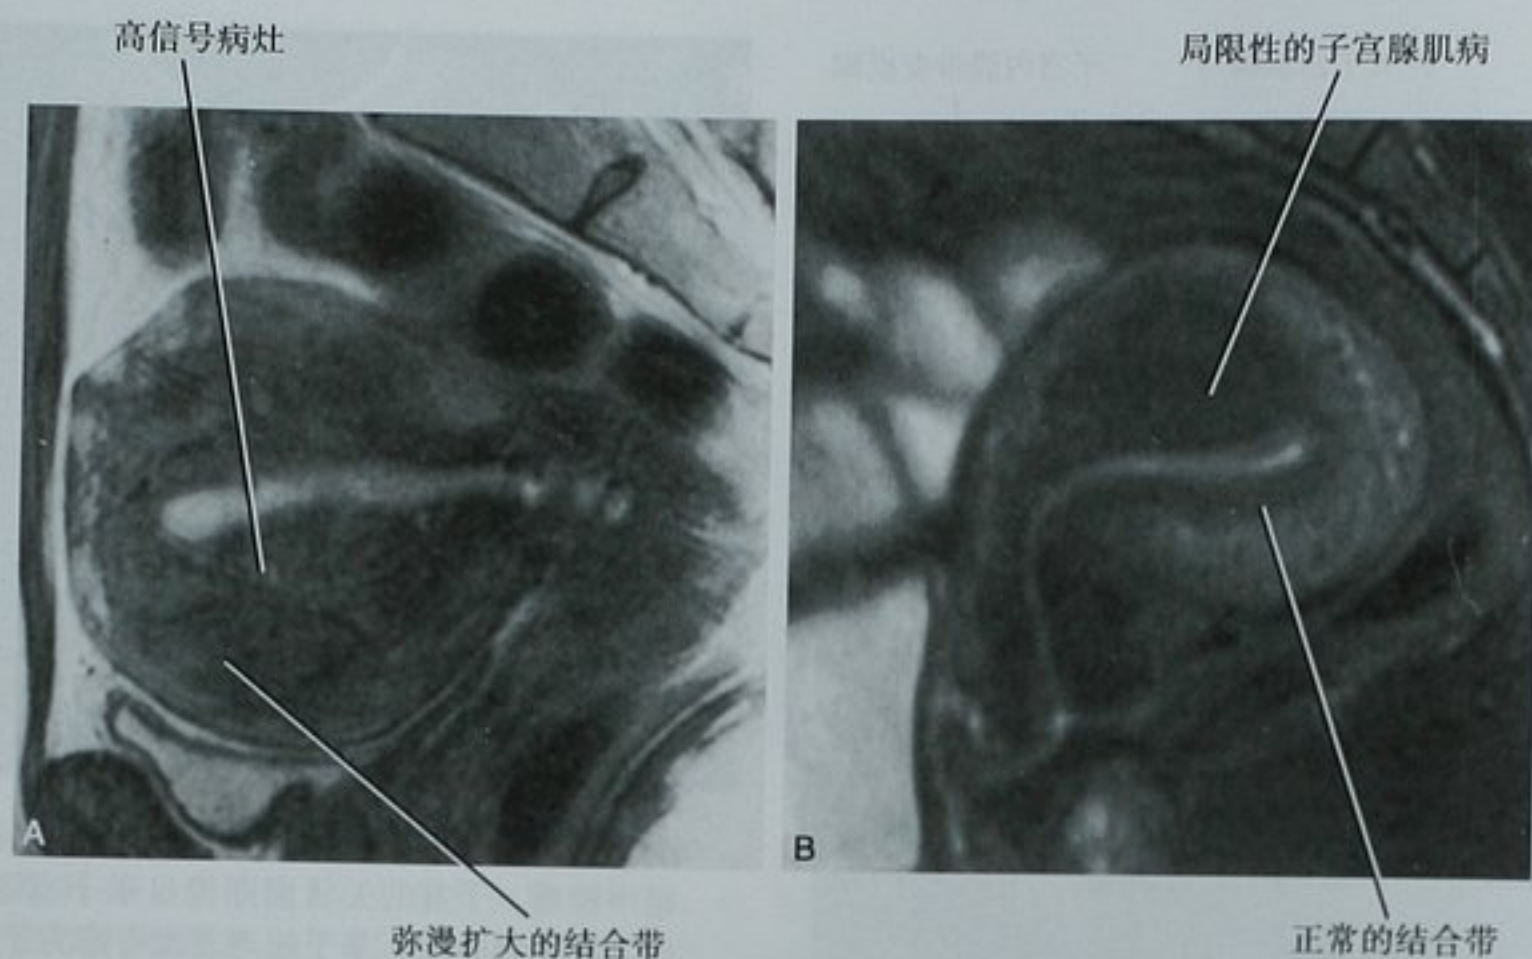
子宫腺肌病 MRI 图像。A. 矢状面 T2WI 图像显示弥漫增厚的结合带(JZ)。当增厚严重时,可被认为是异常的肌层信号。B. 矢状面后倾子宫 T2WI 图像显示子宫底前壁结合带的局限性增厚
